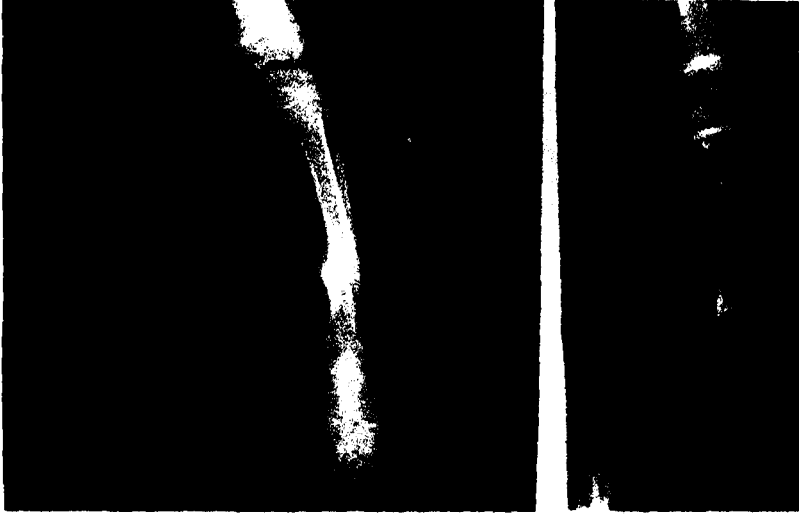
A : Tibiada doğuştan kaynama yokluğu saptanan olgunun grafisi.
